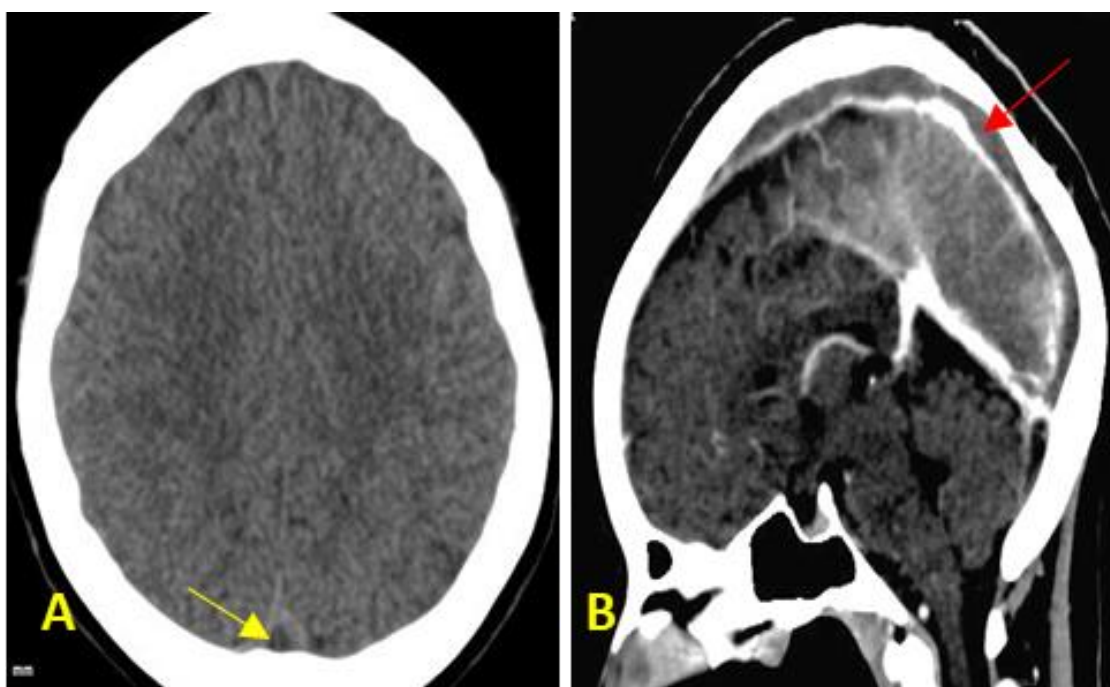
(A et B) : TDM cérébrale avec injection de PDC montrant une thrombose du sinus sagittal supérieur. A : coupe axiale (sans injection): Hypodensité au sein du sinus sagittal supérieur (flèche jaune). B : Reconstruction sagittale (avec injection) : Rehaussement des parois dure-mériennes contrastant avec l'absence de rehaussement de lumière du sinus sagittal supérieur (flèche rouge)
